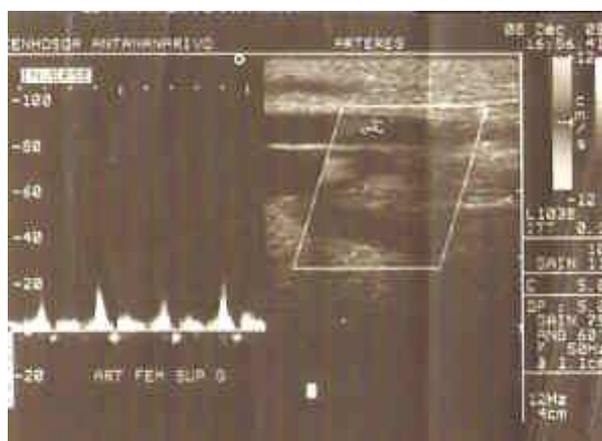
Thrombus intraluminal adhérent le long de l'artère fémorale profonde et superficielle gauche, sténose de 65% (échographie doppler)
